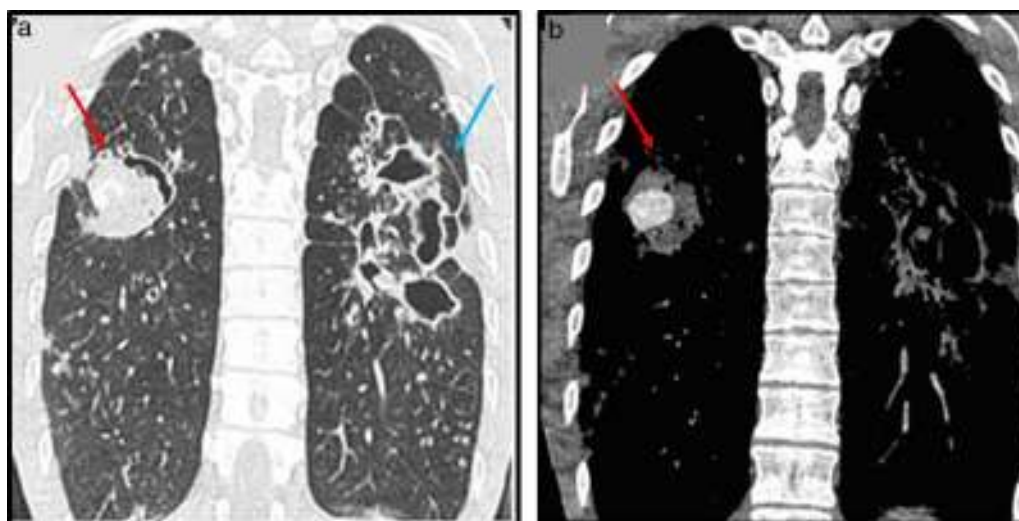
Reconstrucciones coronales de tomografía computada en ventana (a) de parénquima y (b) de mediastino en fase arterial identifican una lesión nodular captante en el lóbulo inferior derecho (flechas rojas) e imágenes de bronquiectasias y cavitaciones extensas en el hemitórax izquierdo (flecha azul).
